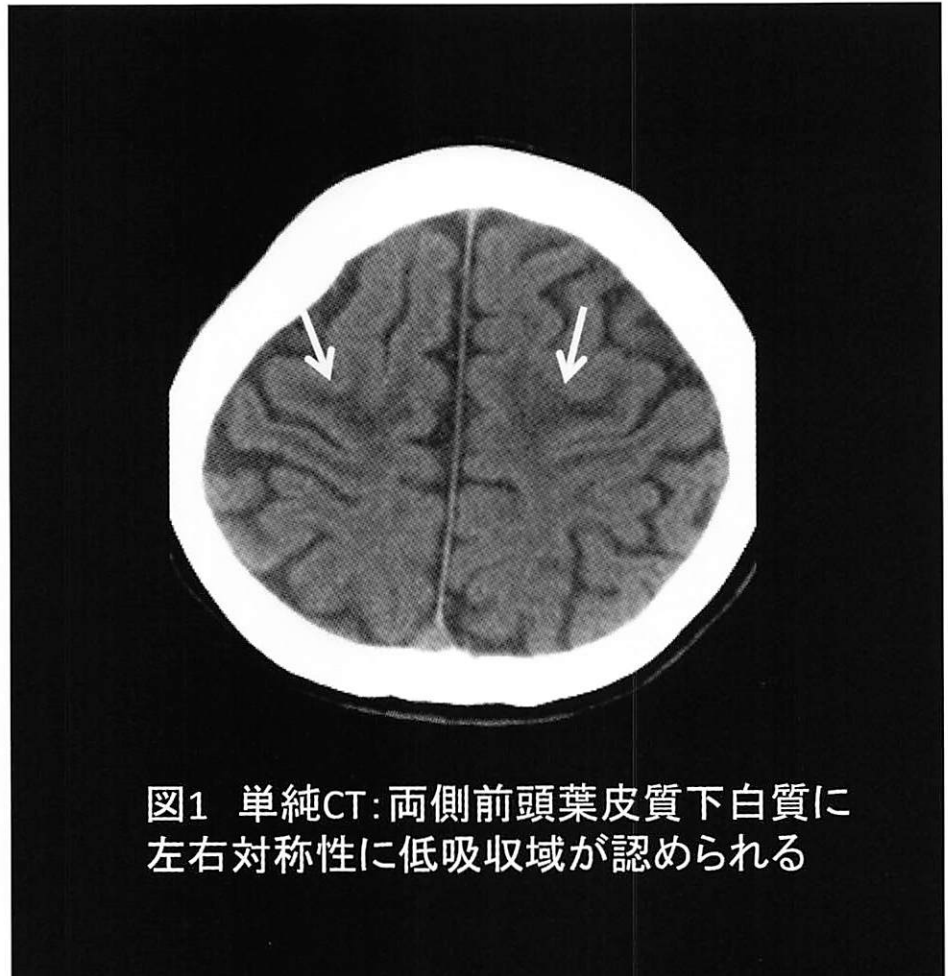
単純CT: 両側前頭葉皮質下白質に左右対称性に低吸収域が認められる
